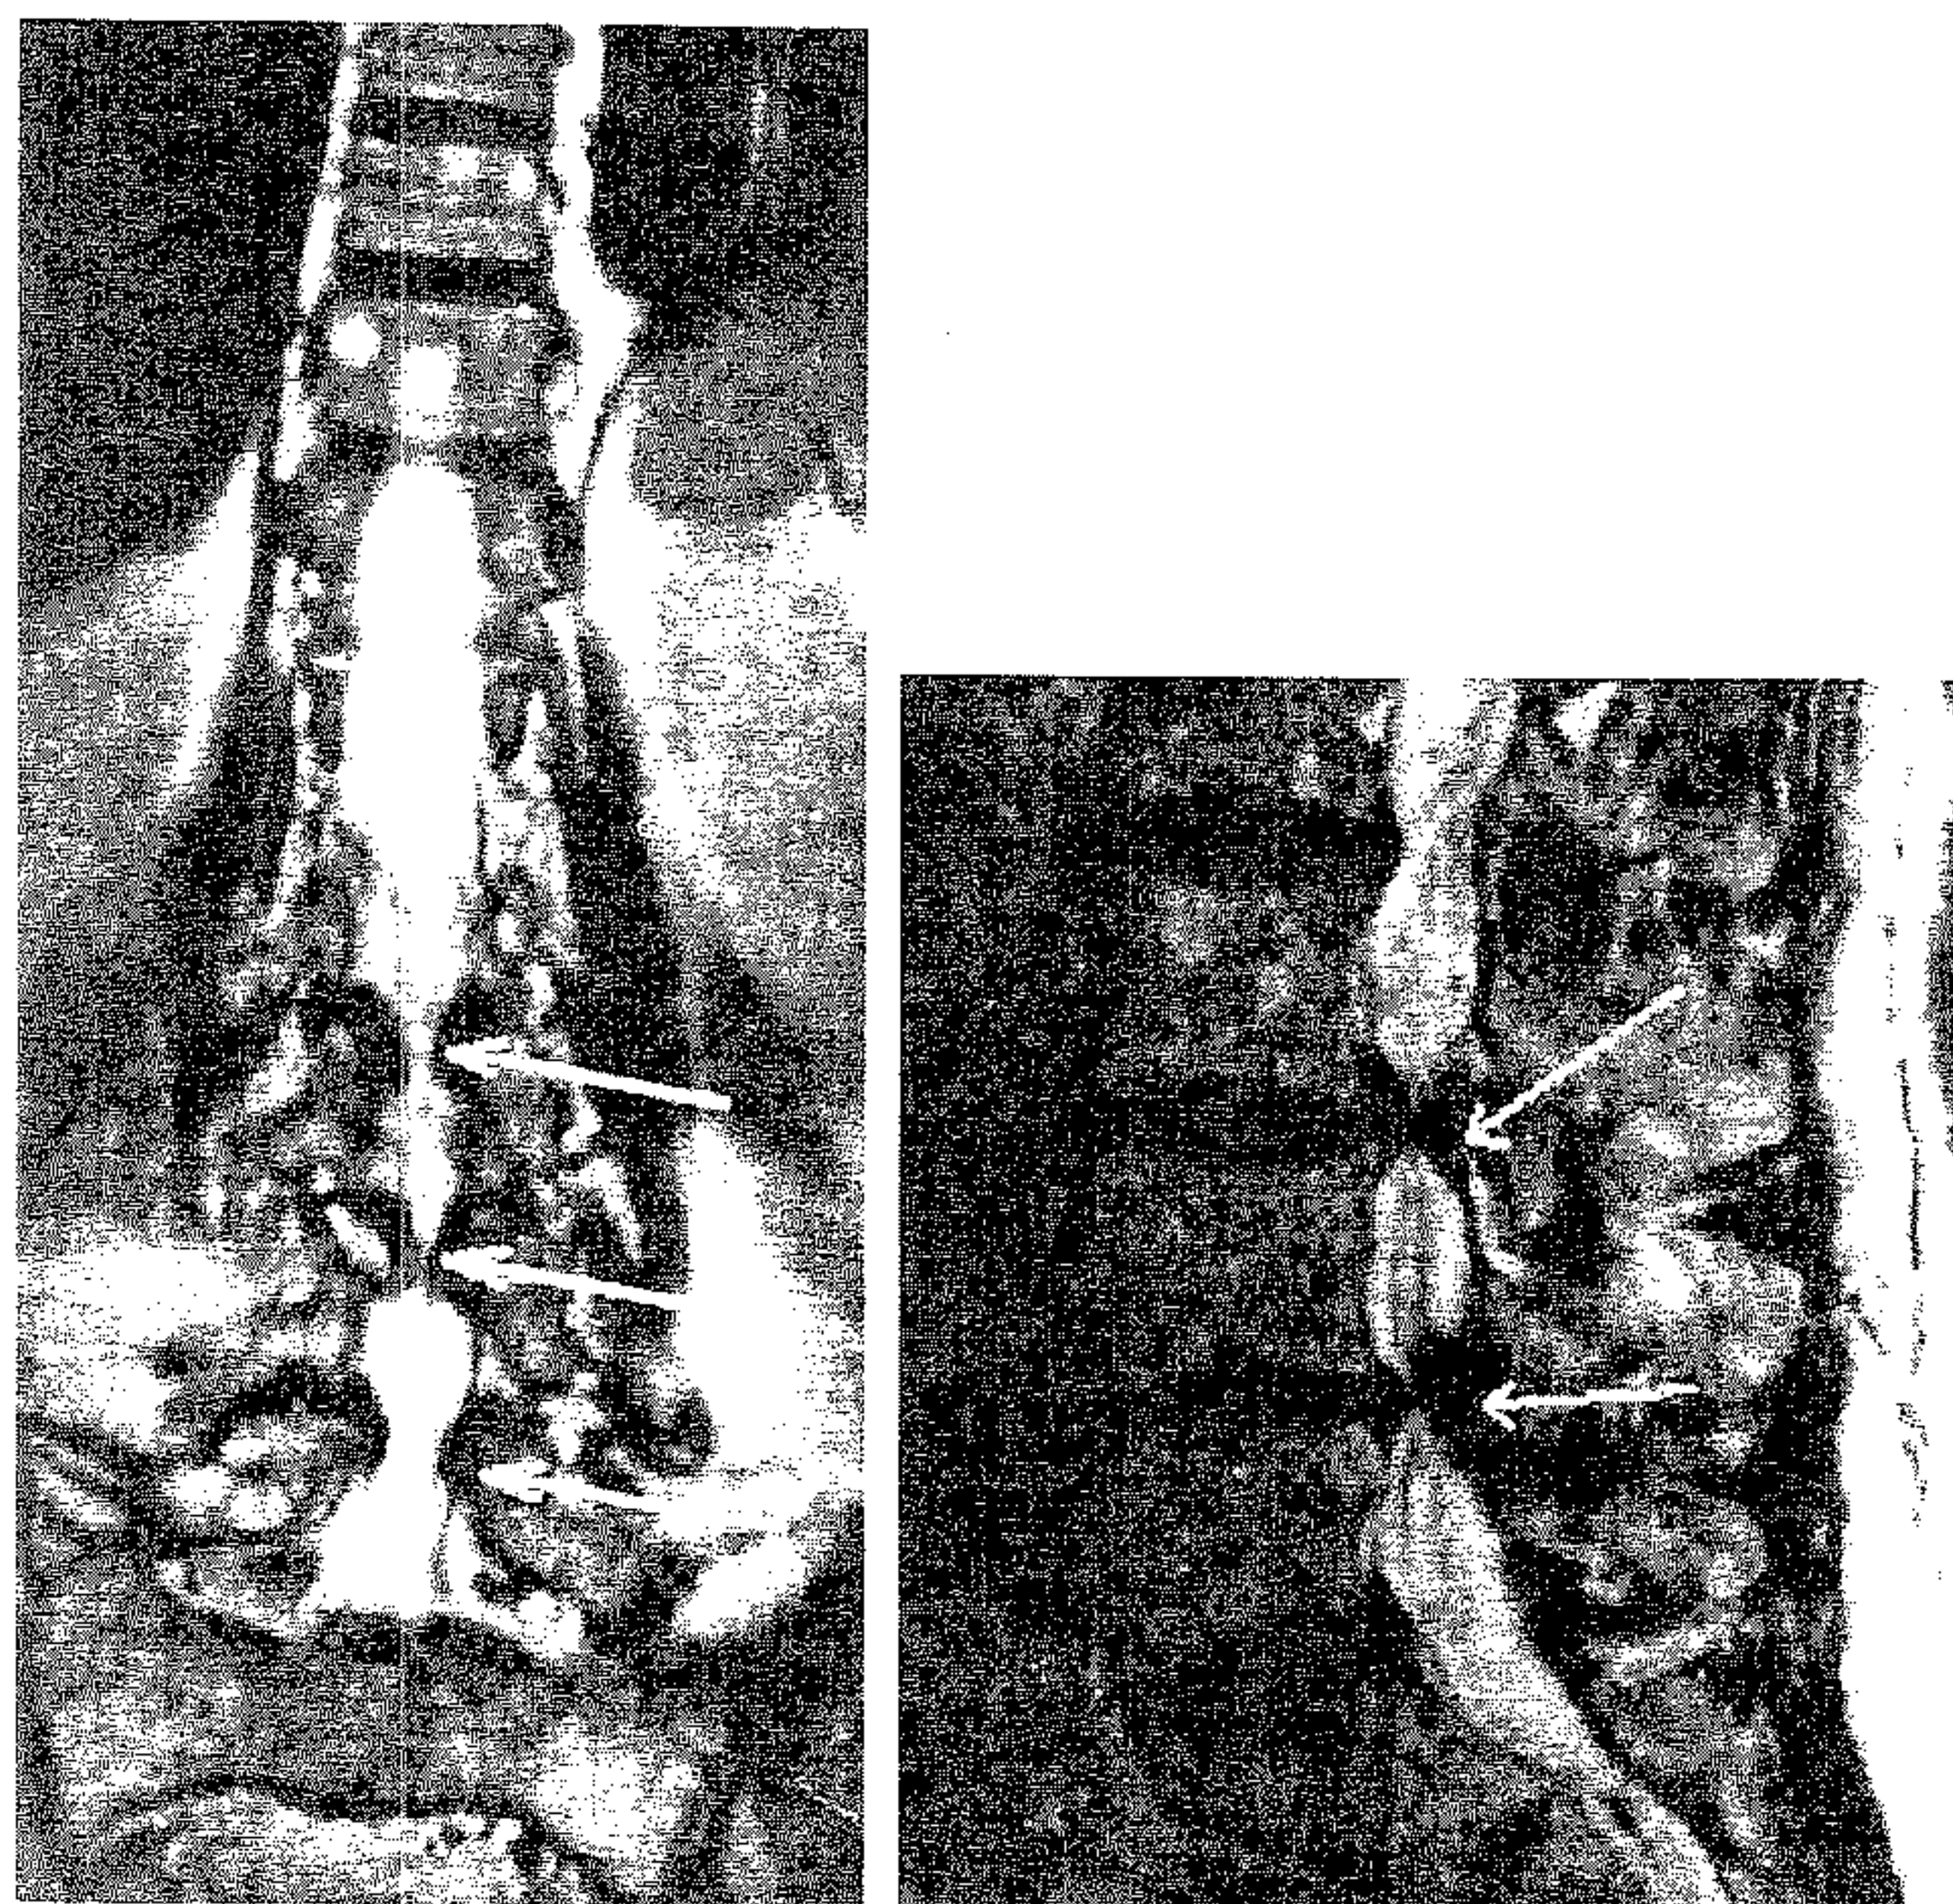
Pacient B.A., 69 ani. Examen RMN. Imagine în plan coronar (stânga) și în plan mediosagital (dreapta). Stenoză predominantă la nivelele L3 și L4.
